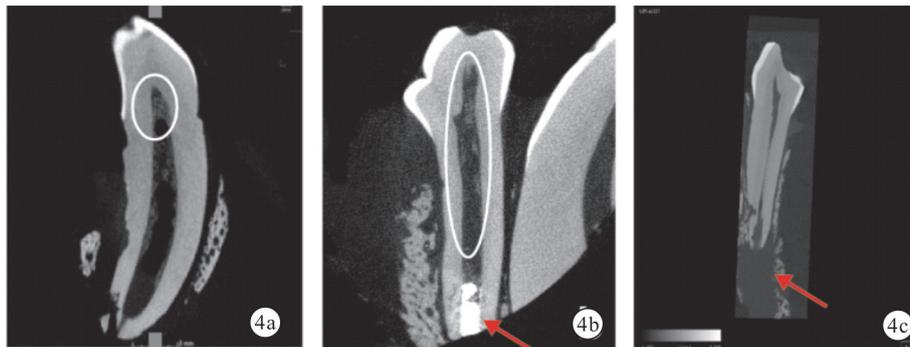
三组移植牙颊舌向截图 Micro-CT 图 a:A 组(白色圆圈示髓腔顶部钙化影);b:B 组(红色箭头示倒充填材料在位,白色圆圈示髓腔顶部及根管侧壁钙化影);c:C 组(红色箭头示根尖处暗影)
